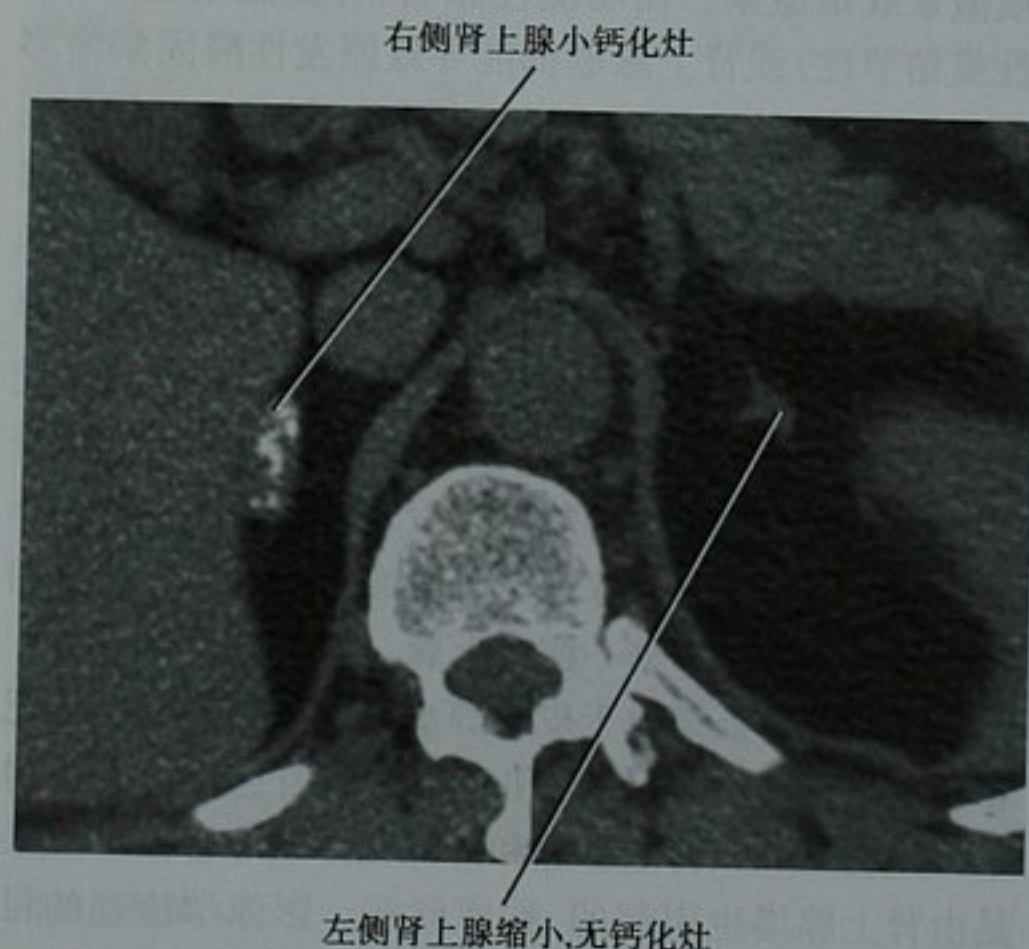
原发性肾上腺功能不全患者,平扫 CT 轴位图像。尽管原发性和继发性肾上腺功能不全均能导致左侧肾上腺缩小,但右侧肾上腺的钙化提示之前的病变,如肉芽肿性疾病
